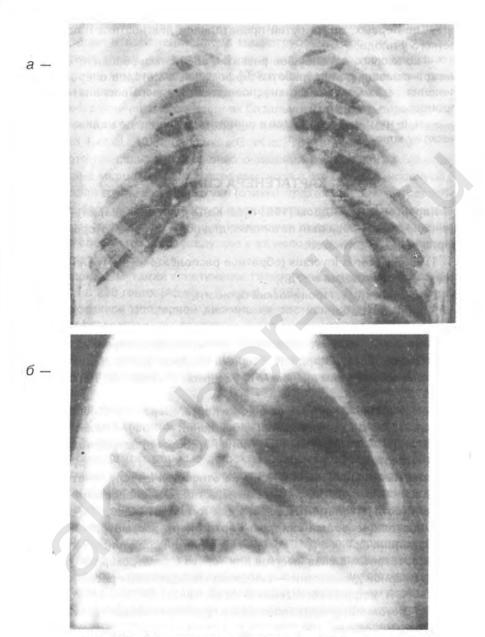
Рентгенограмма органов грудной клетки (а — прямая проекция, б — боковая проекция справа) ребенка возраста 2 лет с врожденным поликистозом легких
